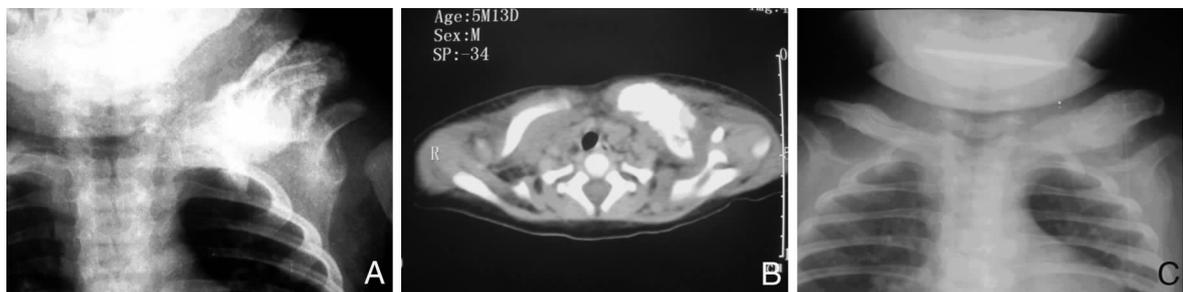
例1 X线及CT检查 A:胸片检查示左锁骨较高密度灶,骨痂形成可能; B:CT检查示左侧锁骨周围骨质显著增生; C:胸片复查示两侧锁骨骨皮质增生症。
